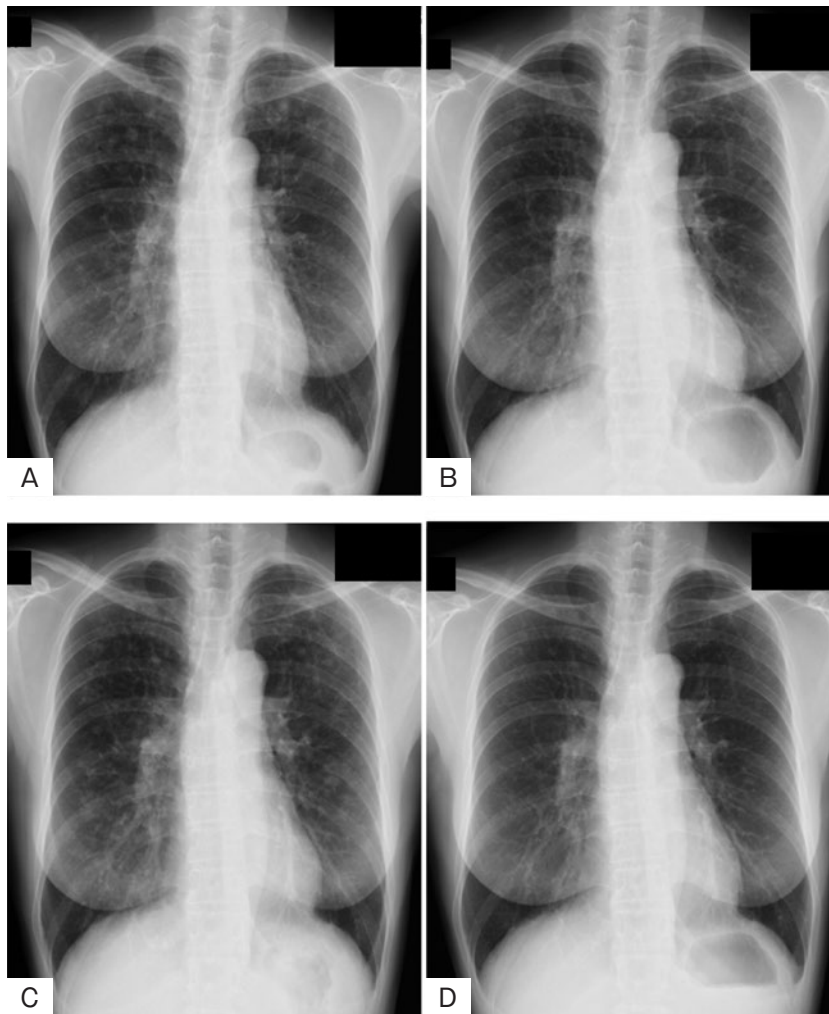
胸部単純X線写真。(A) 初診時. 両側上肺野優位に多発する結節影を認める.(B) 禁煙後. 初診時にみられた結節影は軽減している.(C) ネオシーダー吸入後. 多発する結節影が上肺野と中肺野に認められる.(D) ネオシーダー吸入中止後. 多発する結節影が消退している.
